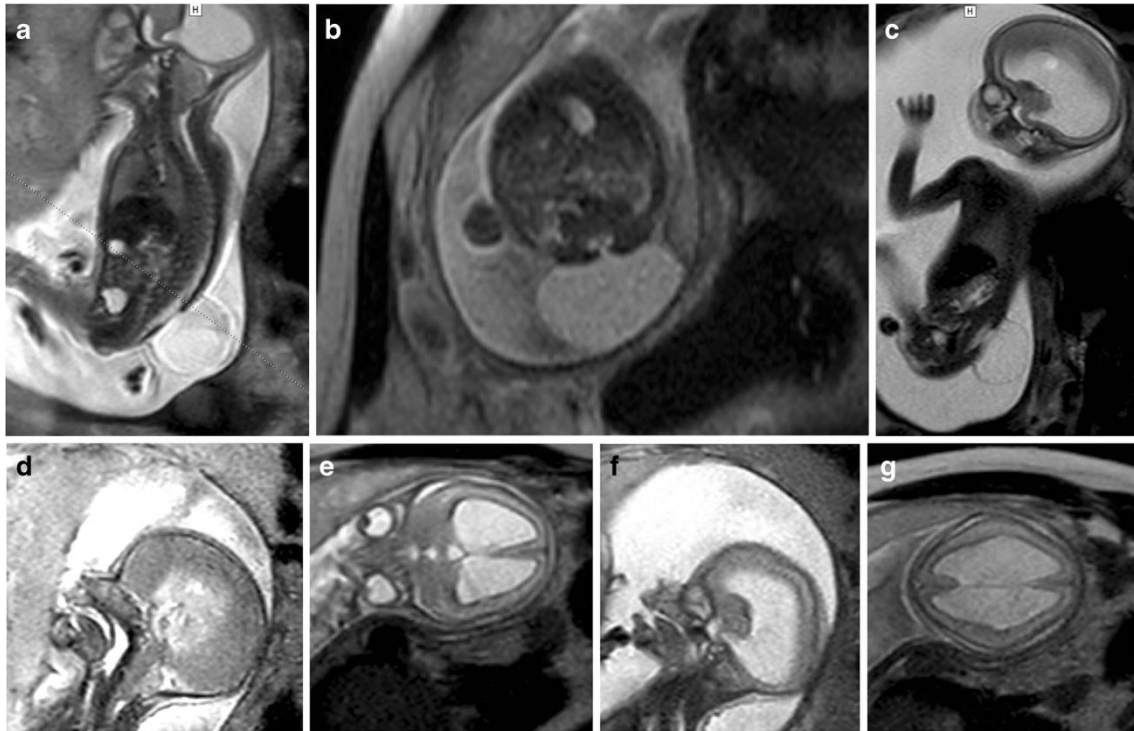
RMN de feto com MMC
